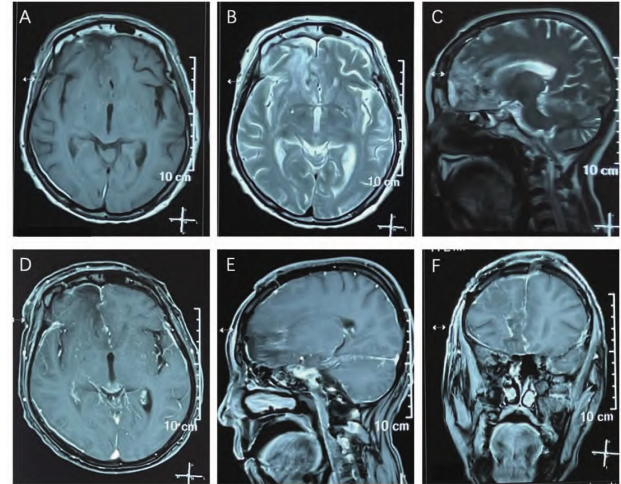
手术后5d复查颅脑增强MRI示肿瘤完全切除
